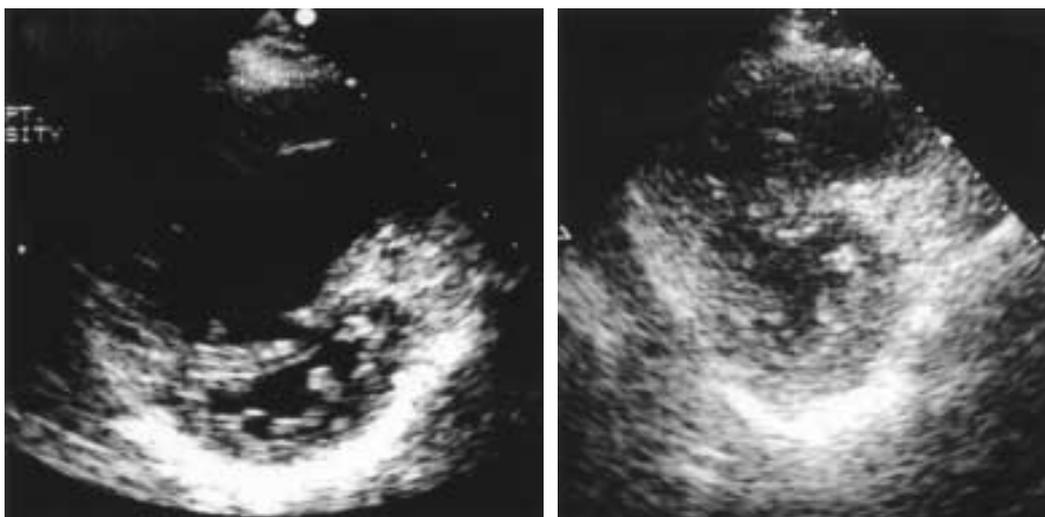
Echocardiographic images at end-systolic phase on short axis view.
